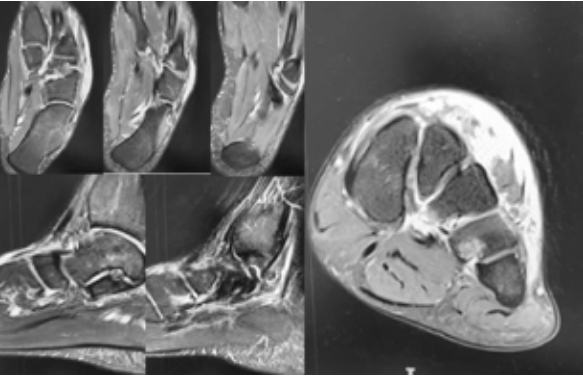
Resonancia magnética, imágenes multiplanares en secuencia T1 y T2 y densidad protónica con supresión de grasa. Pequeña fractura del hueso cuboides pie izquierdo que llega a la superficie articular, sin desalineación, con edema óseo y fractura en la base del cuarto metatarsiano. Edema e irregularidad de las fibras musculares del m. extensor corto del primer dedo y m. extensor corto de los dedos.
